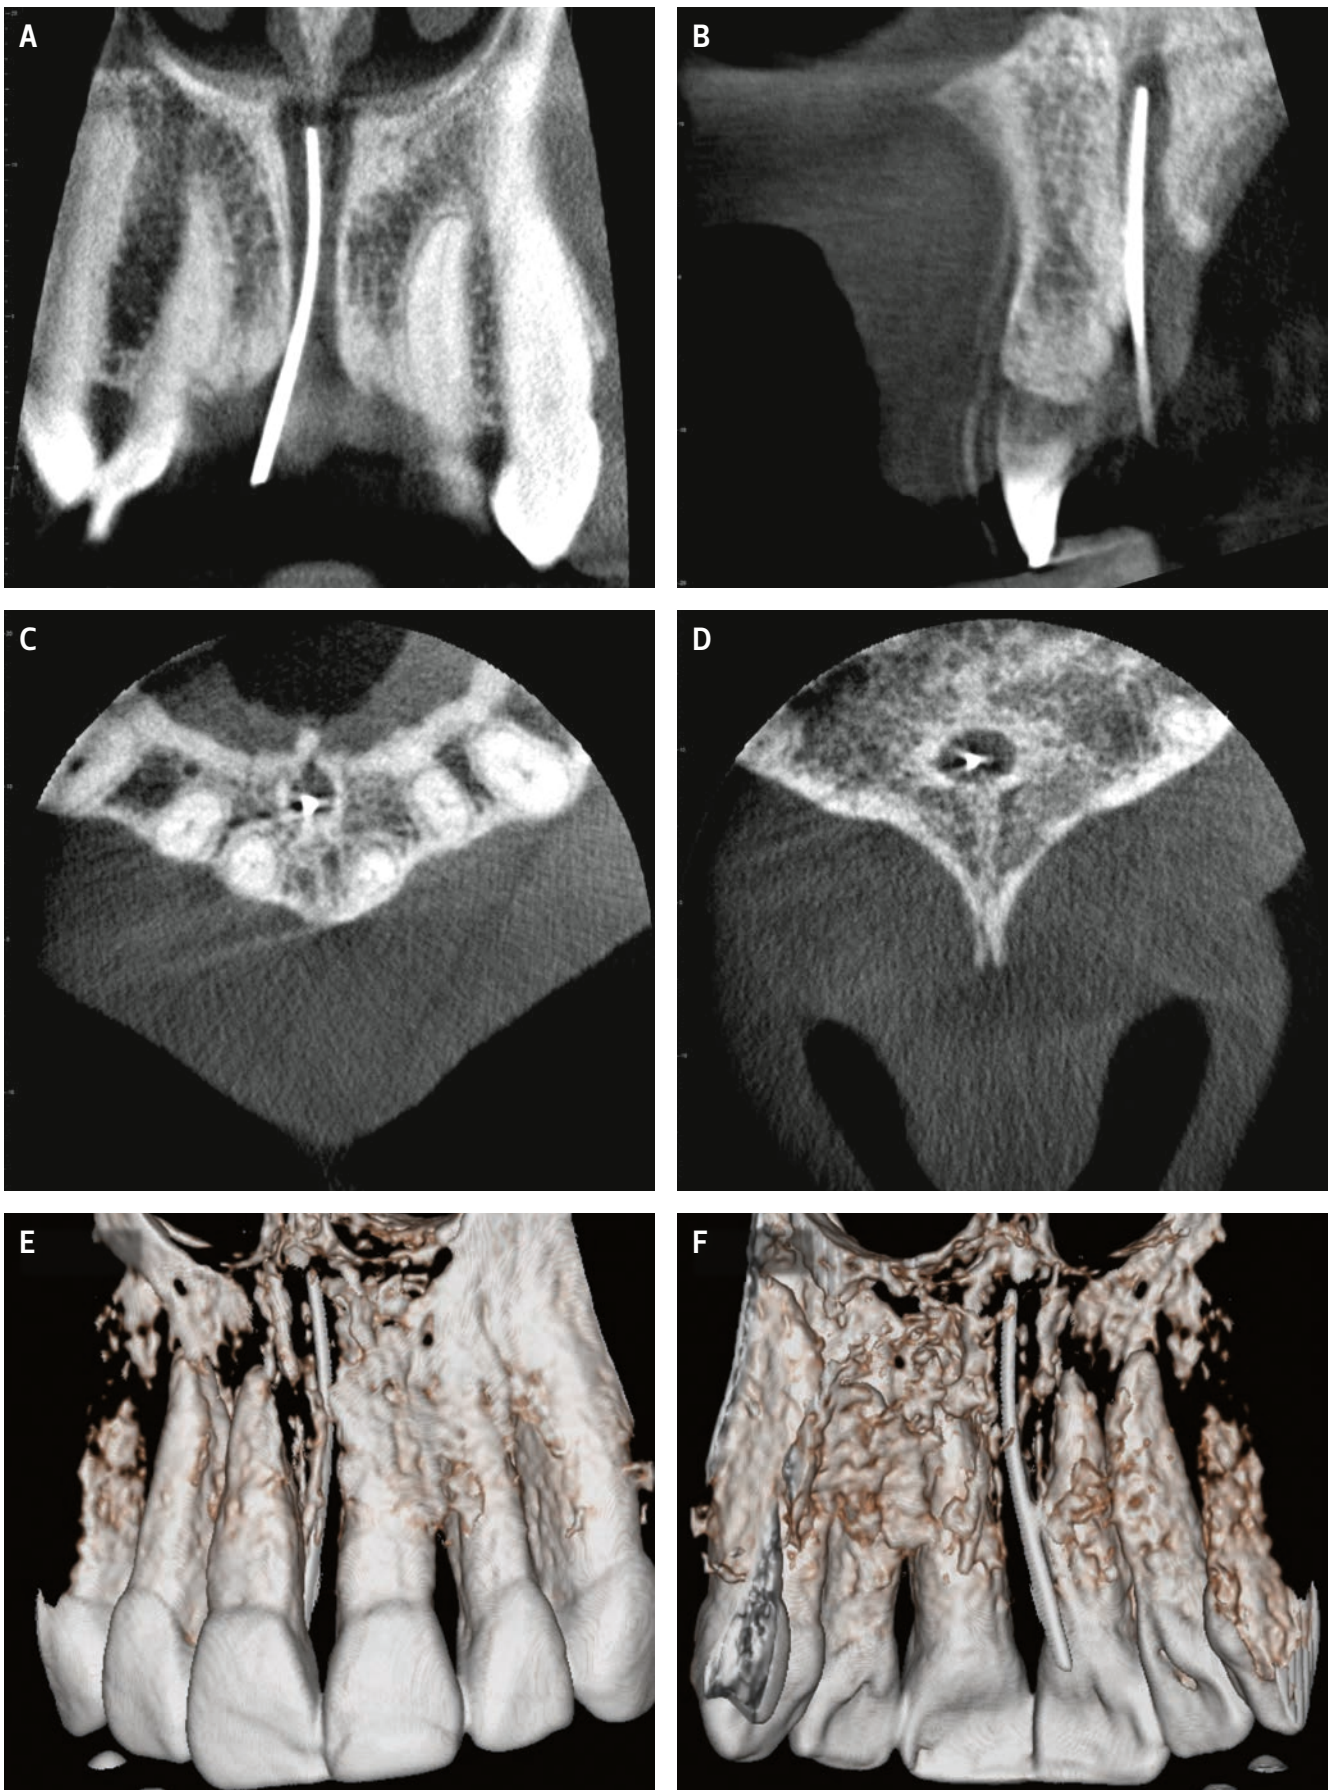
Die klinische Verdachtsdiagnose eines persistierenden DNP wurde mittels einer digitalen Volumentomografie mit kleiner Feldgrösse (4×4 cm) bestätigt. A: Das koronale Schnittbild der digitalen Volumentomografie zeigt die Guttaperchaspitze, welche nicht bis in die Nasenhöhle reicht; B: sagittaler Schnitt; C: axialer Schnitt (mit Wurzeln der Frontzähne); D: axialer Schnitt (mit Spina nasalis); E: dreidimensionale Bildrekonstruktion (Ansicht von bukkal); F: dreidimensionale Bildrekonstruktion (Ansicht von oral)
